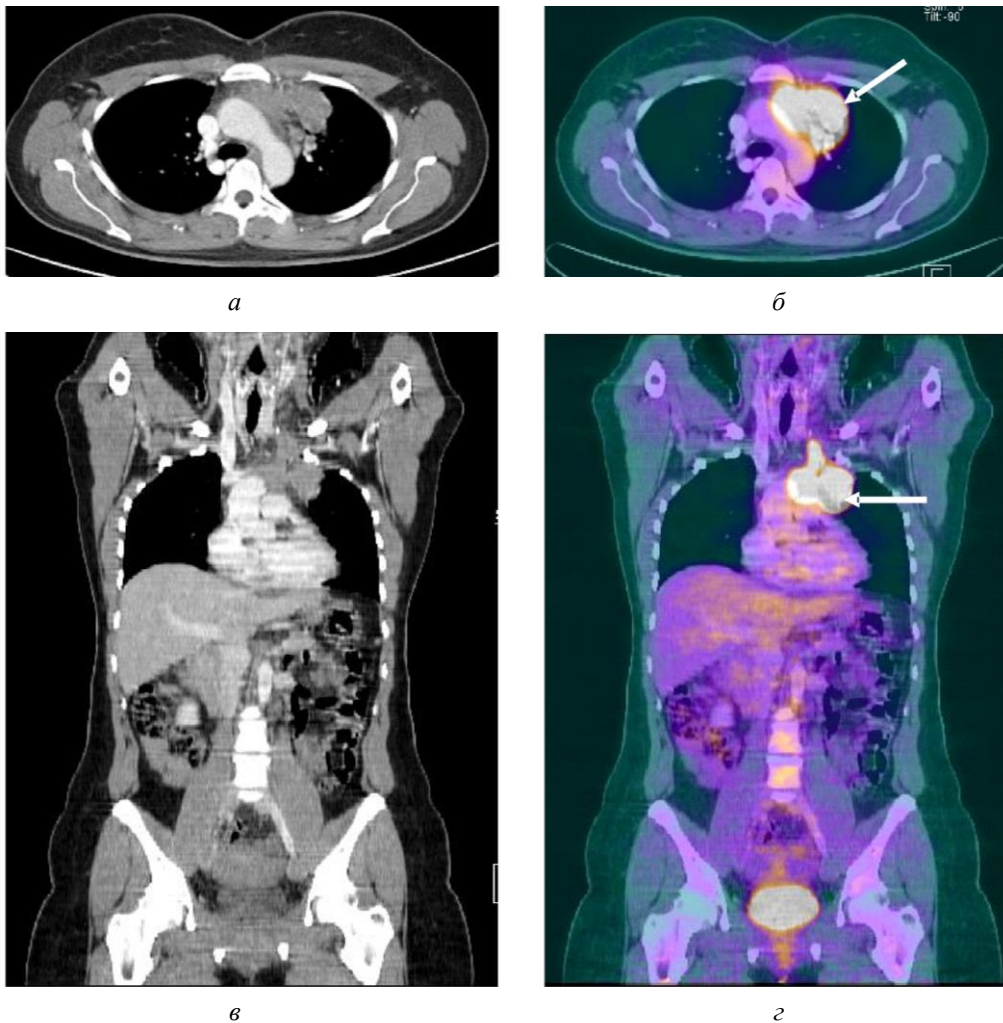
Поражение легких при лимфоме Ходжкина. По данным КТ (а, в) в верхушке левого легкого (S 1/2, S3) определяется образование с нечеткими контурами размером 7,4 × 4,2 × 8,5 см, повышенной плотности (80—90 HU), интимно прилежащее к средостению и костальной плевры, выходящее за пределы апертуры грудной клетки. По данным ПЭТ-КТ (б, г) определяется равномерное повышение метаболизма ФДГ в данном образовании (SUV 22—24) (стрелка)
